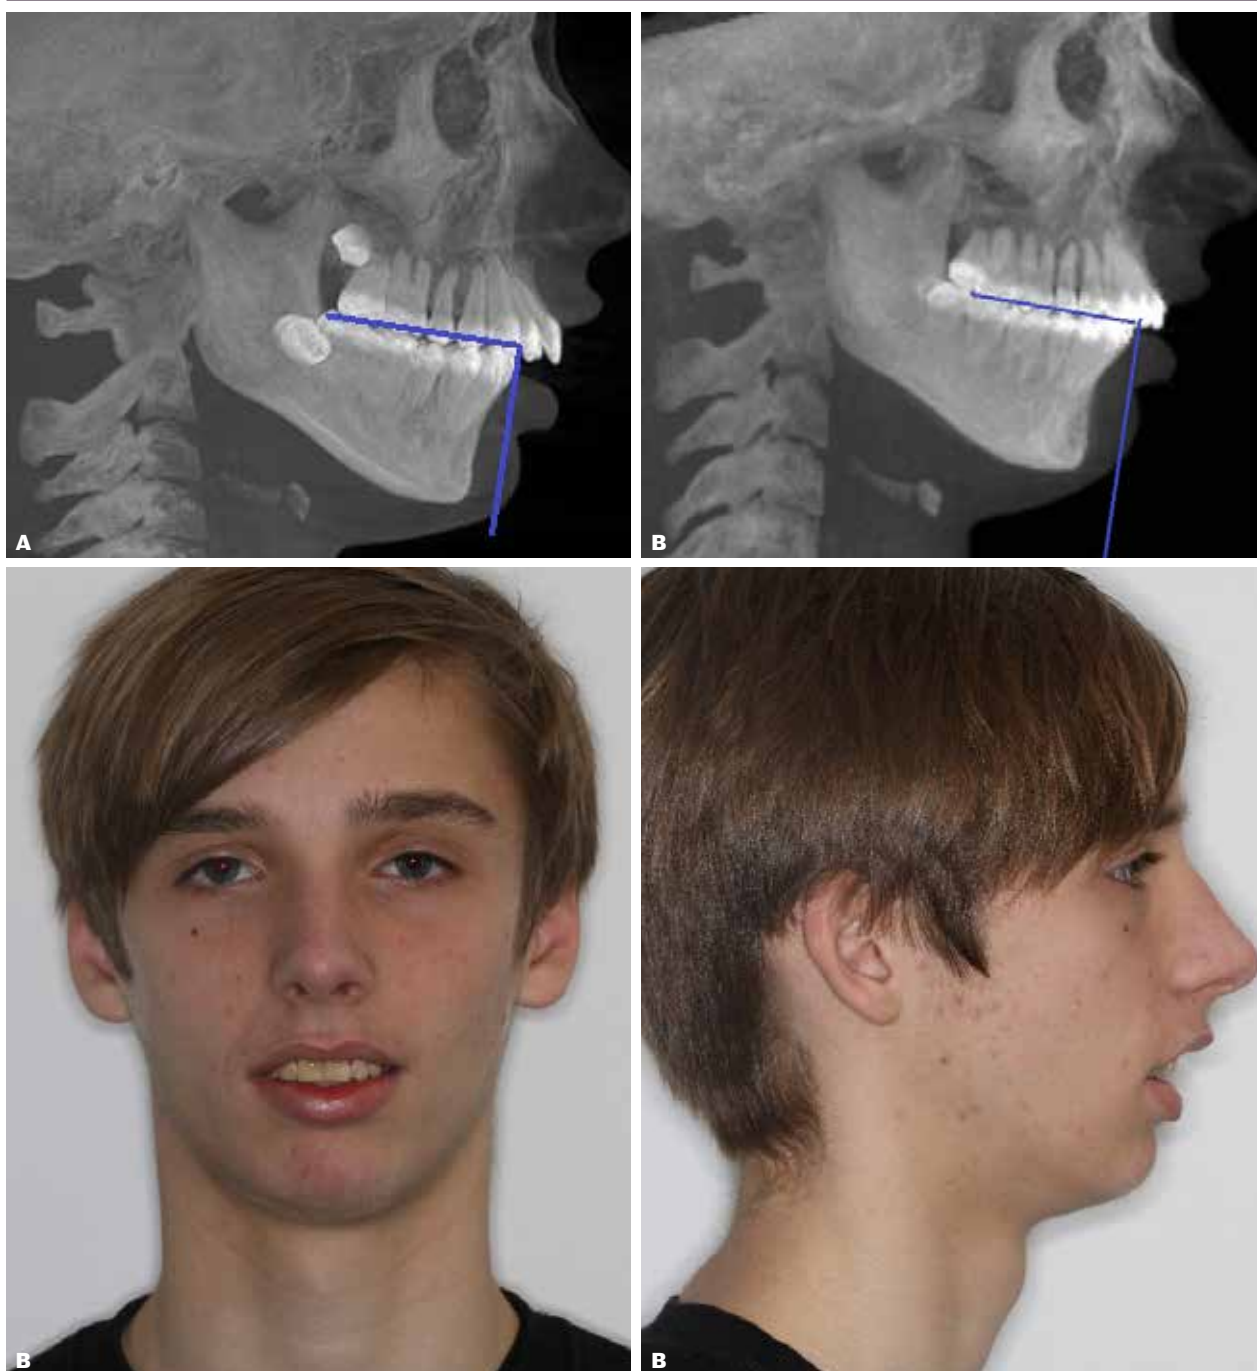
A. CBCT-profilrøntgen af 12-årig dreng med ekstrem vækstbetinget kæbeanomali med mandibulær retrognati, hvor der på decentral visitation i samråd med patient og forældre tages beslutning om at vente med korrektion i form af ortodontisk-kirurgisk behandling efter vækstens afslutning. Okklusionen kunne i teorien korrigeres ortodontisk på æstetisk og funktionel bekostning af ansigt og læbelukke. Bemærk de allerede kompenserede UK-incisiver og det stejle okklusplan.
